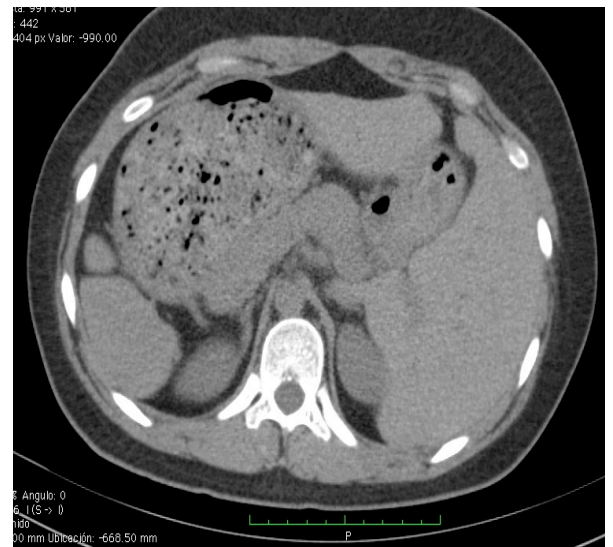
Corte axial de la TC de la paciente de 21 años en donde se observa inversión completa de la ubicación de las vísceras abdominales.
